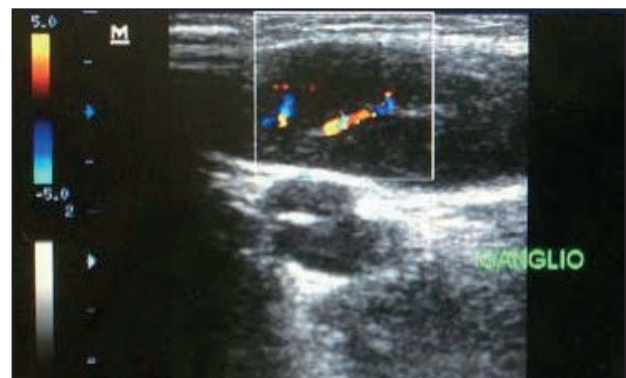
Ultrasonido a nivel del muslo derecho en la que se reportó una masa ubicada en el tercio superior compatible con adenitis.
